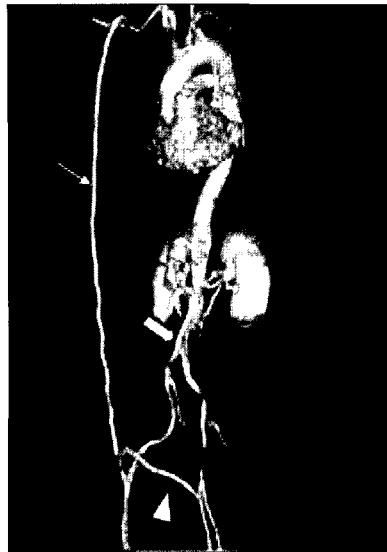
Three dimensionally reconstructed finding of CT scan of case 4 at 5 months after the operations. The axillofemoral (small arrow), femorofemoral crossover (arrow head), and iliomesenteric(large arrow) bypass grafts are well patent.
